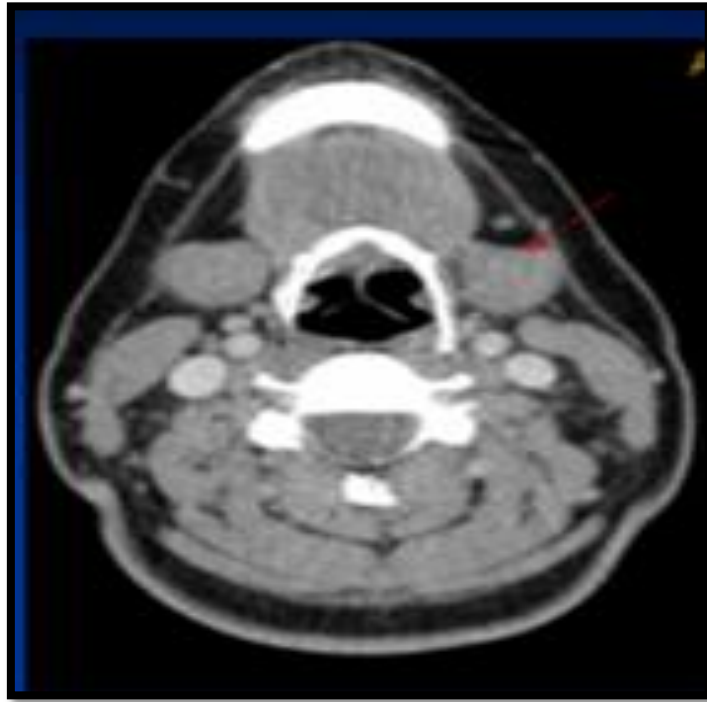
TDM de la région cervicale en coupe axiale après injection de produit de contraste : Aspect TDM normal des glandes sub mandibulaires [94]
